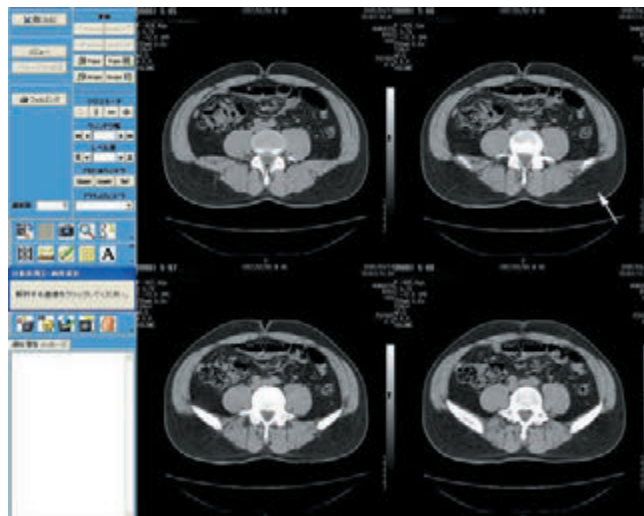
CT検査画像より臍部スライス画像(矢印)を選択
